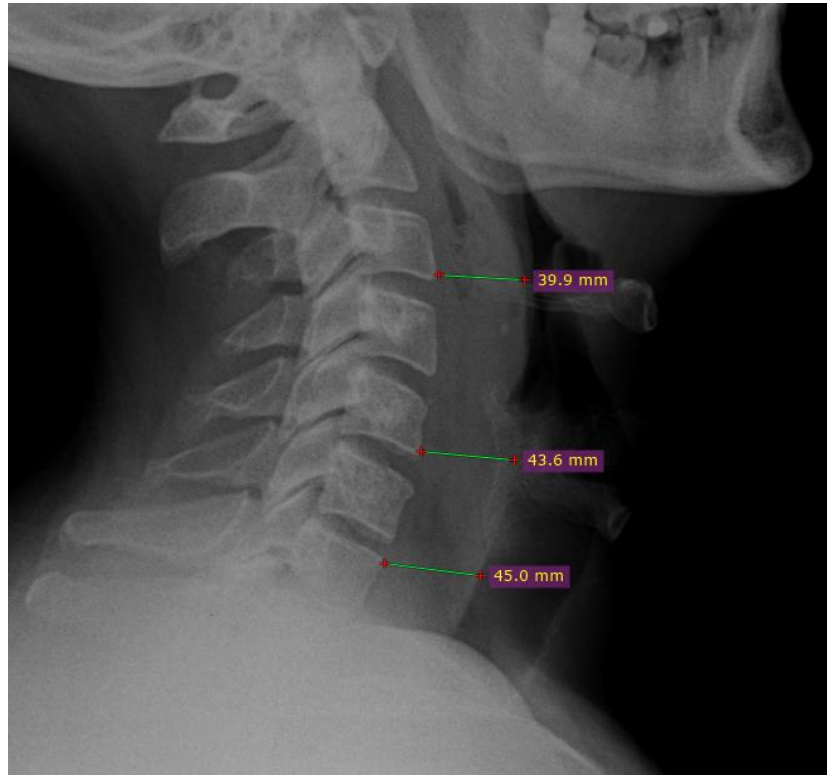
Бокова рентгенограма шиї хворого С., карта клінічного спостереження № 74. Ознаки розширення передхребтової клітковини шиї з включеннями повітря всередині. Глибока флегмона шиї.
